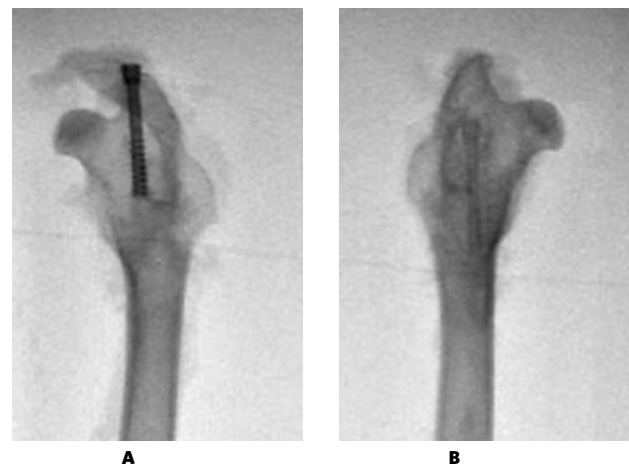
Рентгенограммы бедренной кости через 6 месяцев: А — титановый винт; В — БДИ, контуры его размыты, границы определяются с трудом, интенсивность тени значительно снижена
